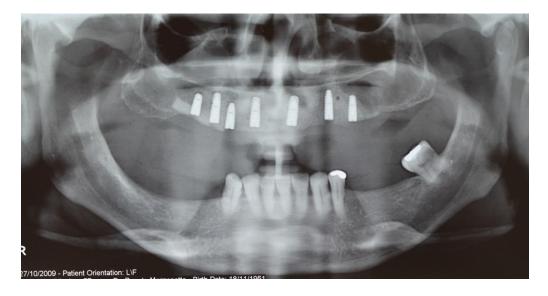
Radiografia panorâmica mostrando os implantes dentários instalados.
